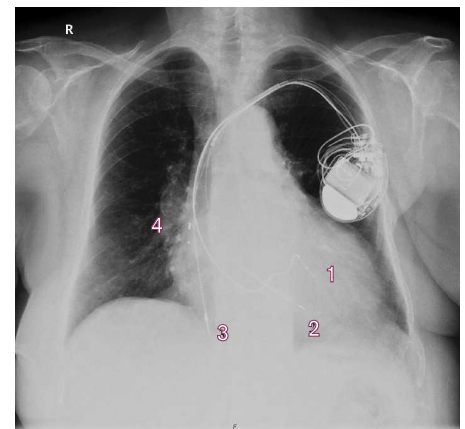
RTG-snímek (předozadní) po implantaci.
